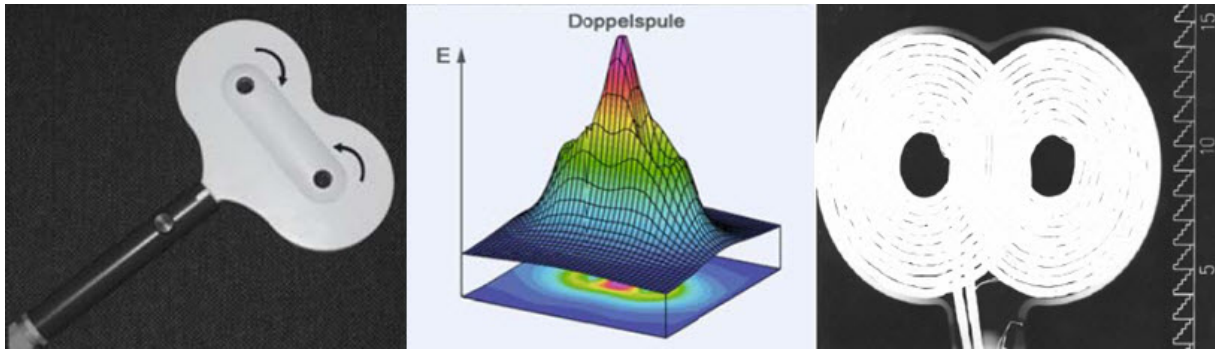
Doppelspule und die Verteilung ihres elektrisch induzierten Felds (Siebner and Ziemann, 2007, S. 631) sowie ein Röntgenbild einer Doppelspule (Kammer and Thielscher, 2003)
